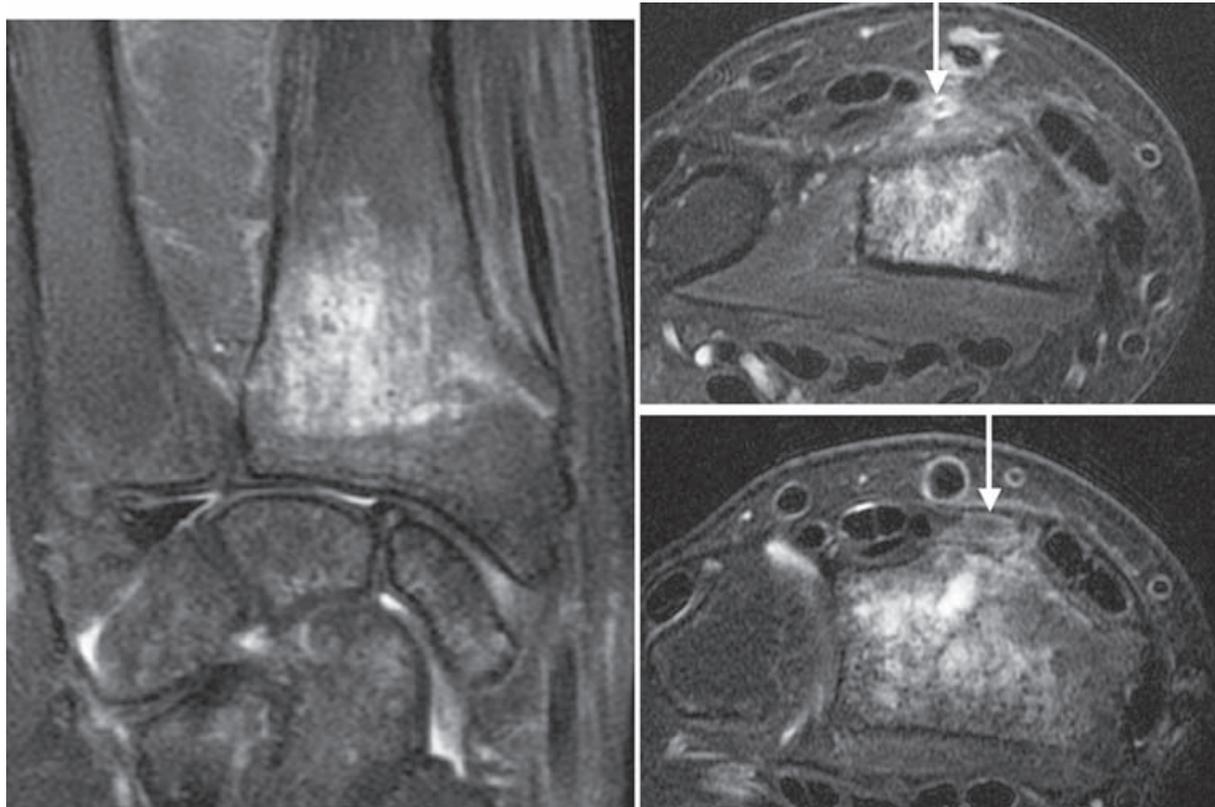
IRM coupes coronale et axiales T2 suppression de graisse. Rupture du tendon du long extenseur du pouce dans les suites d'une fracture peu déplacée de l'extrémité inférieure du radius. Le tendon rompu n'est pas visible dans le 3^e compartiment (flèche).
